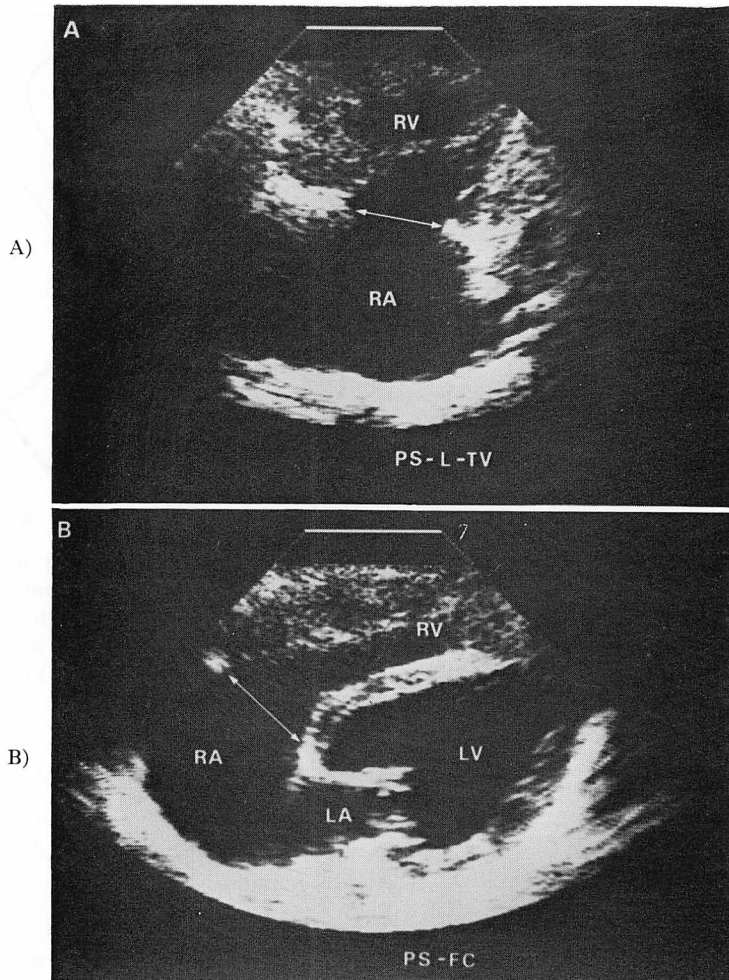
Two-dimensional echocardiograms demonstrating the methods of measurement of the tricuspid annulus size.
